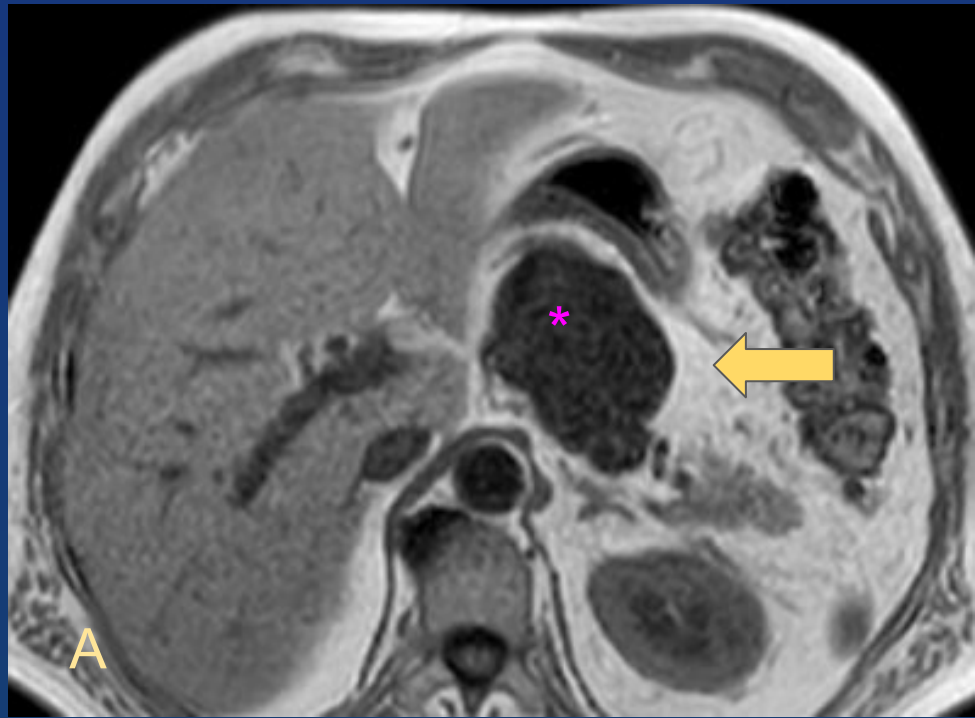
Imagen hipointensa en RM ponderada en T1 (A) e hiperintensa en T2 SPAIR (B) la cual no realza con el contraste (no mostrada) ubicada en la cola del páncreas compatible con quiste epitelial.
